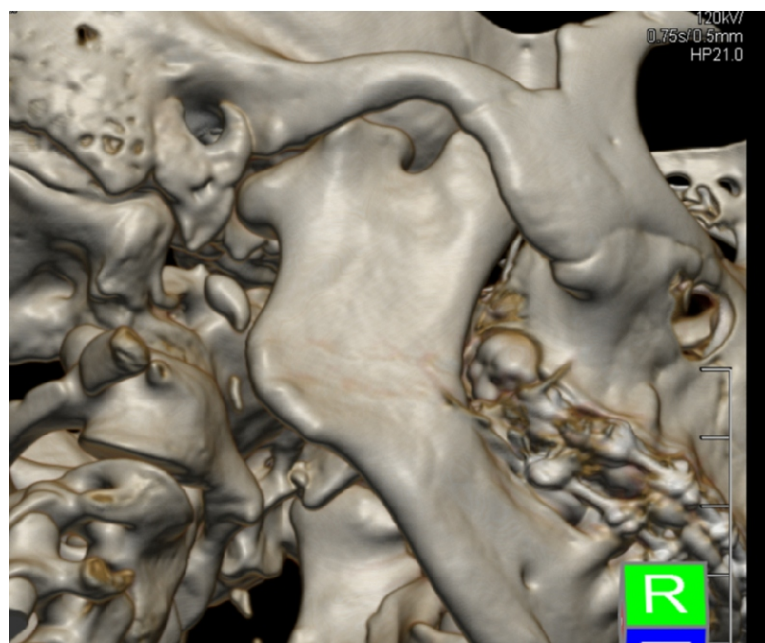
TMJ - 3D-CT computer image analysis. In this picture is presented TMJ ankylosis.
